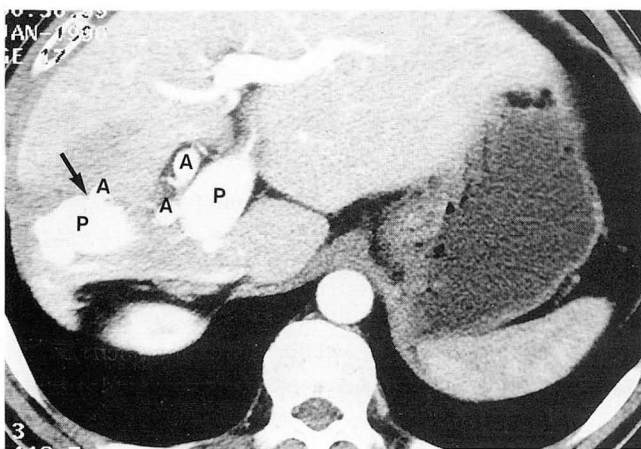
On early arterial phase of dynamic abdominal CT, markedly dilated right hepatic artery(A) is noted. And early enhanced portal vein(P) with marked dilatation is visible. Arrow indicates intrahepatic arteriportal fistulous point.
